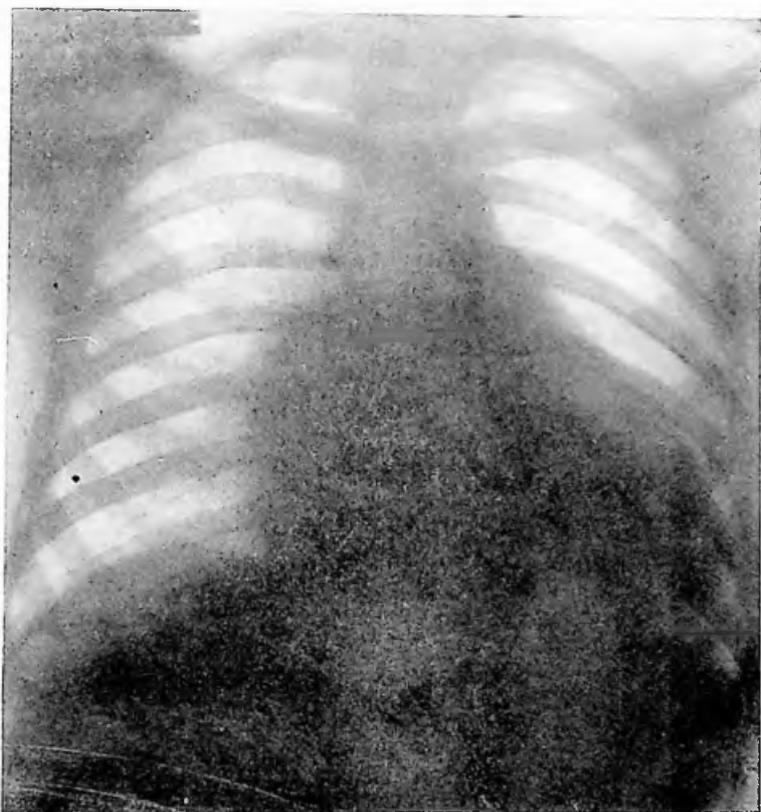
Obs. XXXIII: Tele-radiografia do tórax em 5-10-46.
